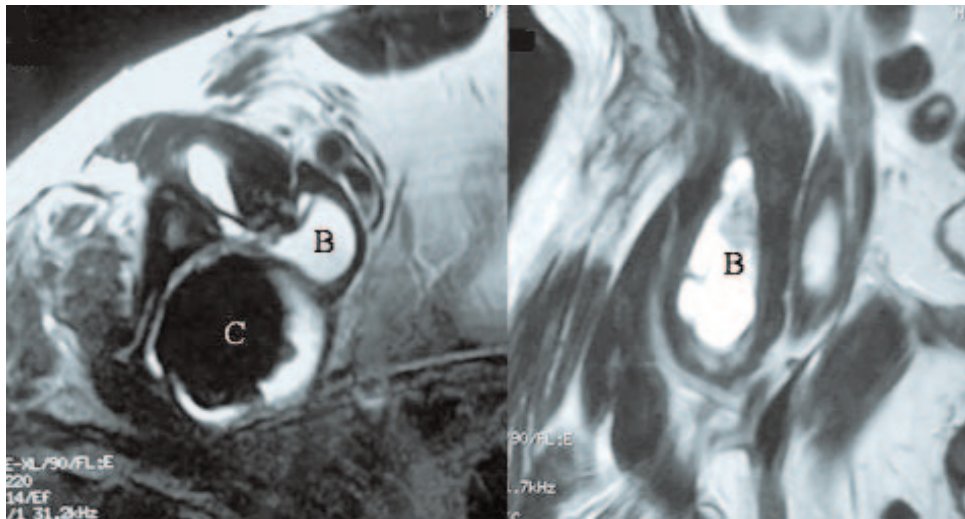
IRM en coupe axiale et frontale en T2 pour conflit. Bursite psoas-iliaque (B) en avant de la pièce acétabulaire (C). La bursite inconstante ne signe pas forcément le conflit et peut être liée à une autre complication mécanique ou infectieuse.
